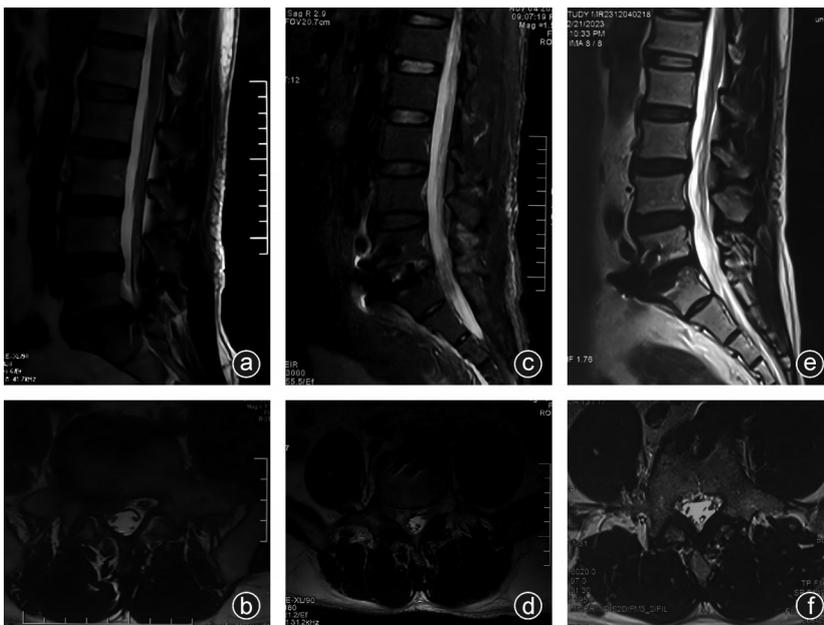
MRI检查术前、术后1周、术后1年的减压效果比较,术后椎管内减压效果保持稳定 a、b:术前MRI矢状位及横断位示L₅/S₁椎间盘突出右侧并侧隐窝狭窄;c、d:术后1周MRI示L₅/S₁水平椎管通畅,侧隐窝狭窄减压彻底;e、f:术后1年MRI示L₅/S₁水平椎管通畅,侧隐窝无狭窄。和术后1周比较无明显变化,1年随访期间减压效果保持稳定
